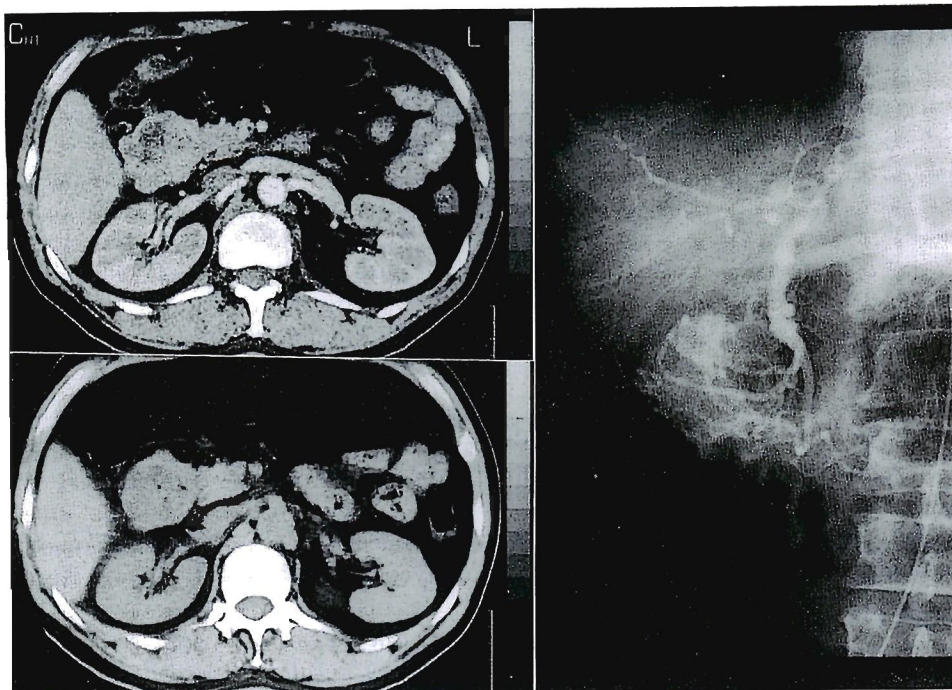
CT showing a tumor occupying the duodenum (left). And arteriogram (the duodenal branches of gastroduodenal artery) demonstrating a hypervascular tumor of the duodenum (right).
